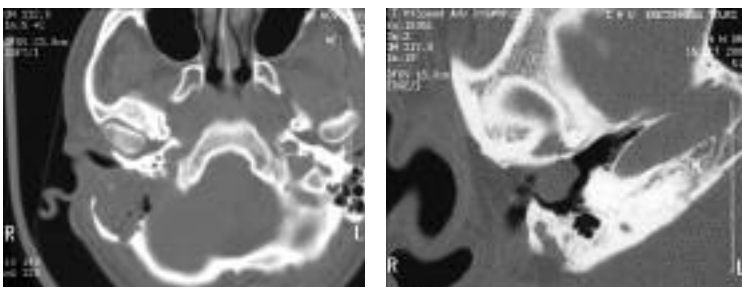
(Patient n° 3) : a) TDM cérébrale en coupe axiale en fenêtre osseuse montrant une lésion lytique et des bulles aériques occupant toute la mastoïde droite. b) TDM cérébrale en coupe axiale montrant un cholestéatome résiduel au niveau de l'hypotympan droit, trois ans après l'intervention chez le même patient.
